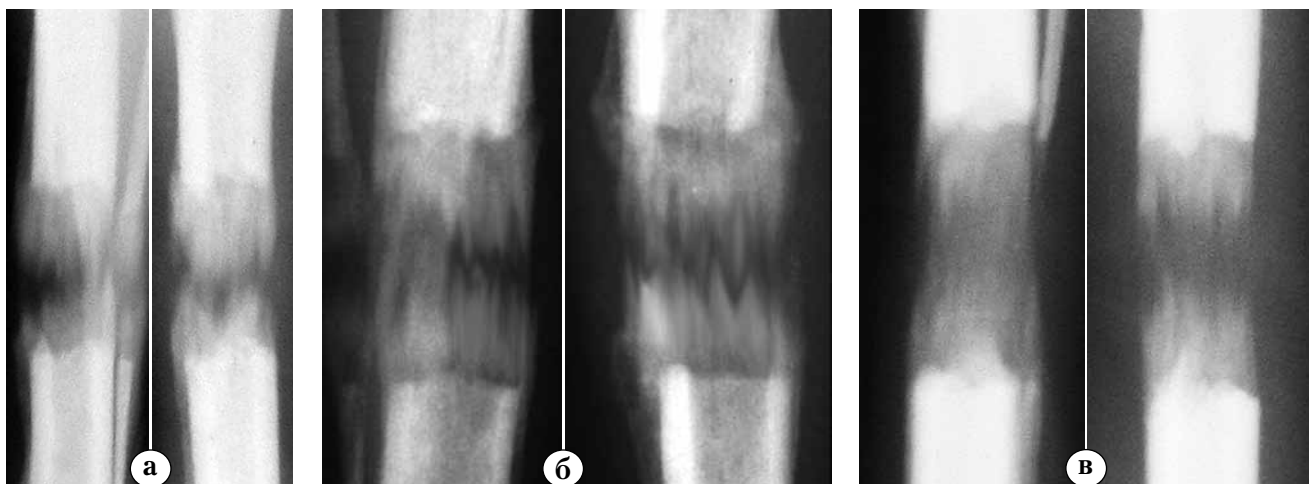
Фрагменты рентгенограмм костей голени в конце периода дистракции:
